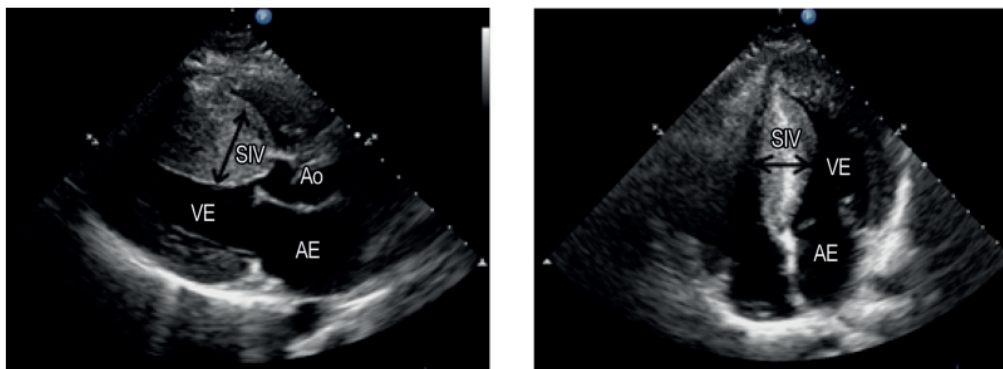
Ecocardiograma transtorácico revelando hipertrofia assimétrica do septo interventricular. SIV: septo interventricular; VE: ventrículo esquerdo; AE: átrio esquerdo; Ao: raiz aórtica. (Serviço de Ecocardiografia do HC – Faculdade de Medicina de Botucatu – UNESP).
